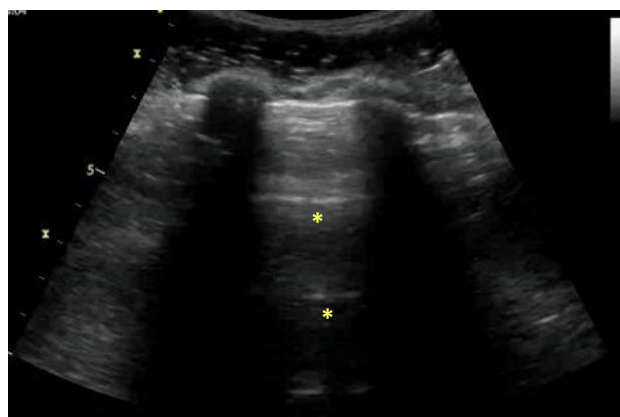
Ecografía pulmonar en modo B en el que se aprecia un patrón de aireación normal, con predominio de líneas A (*).
